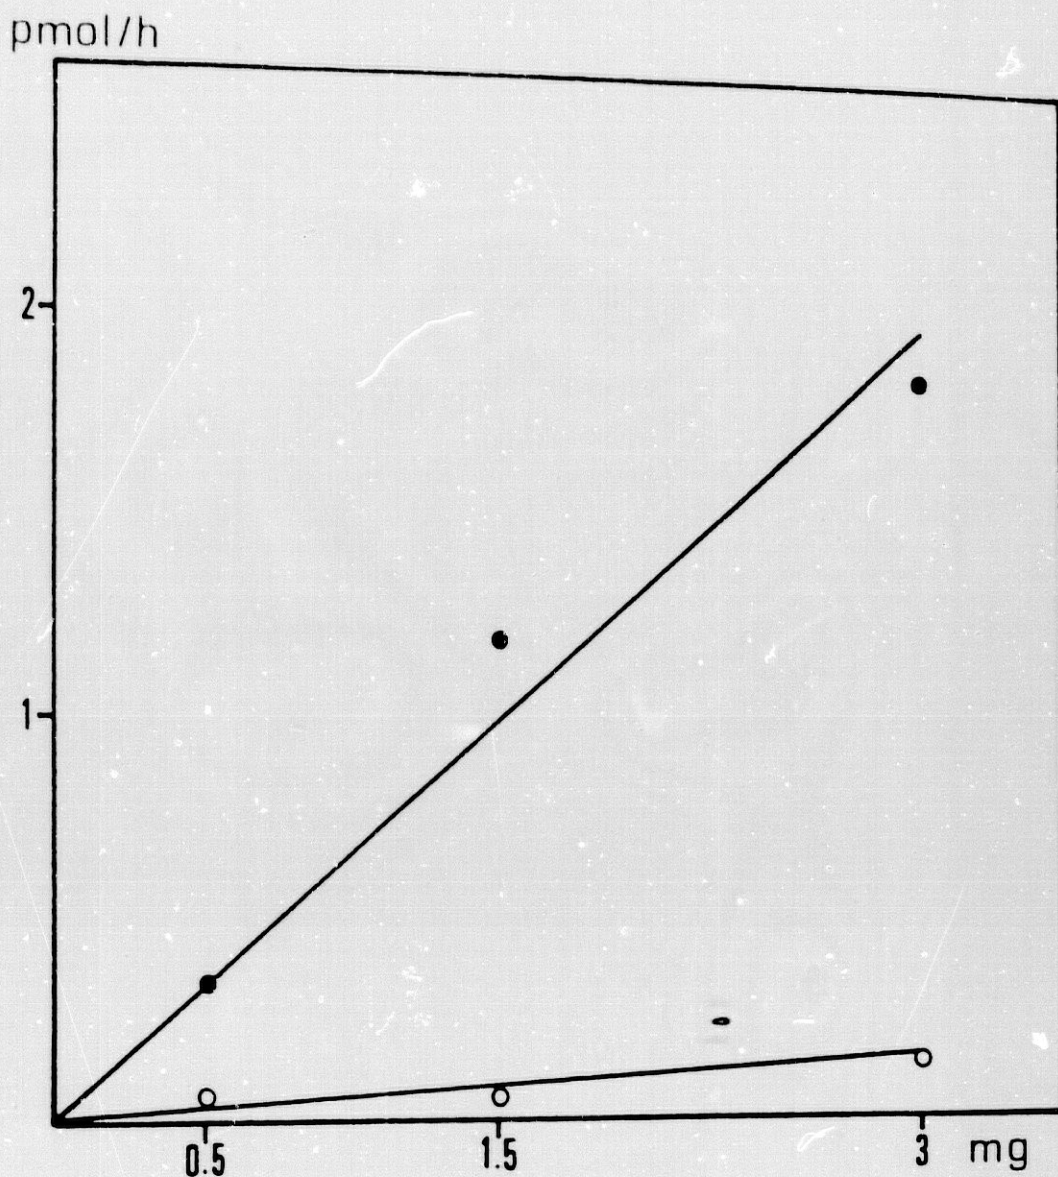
VARIACION DE LA FORMACION DE DHT Y ADIOLES RESPECTO DE LA CONCENTRACION DE PROTEINAS EN PROSTATA. DISTINTAS CONCENTRACIONES DE PROTEINAS INCUBADAS CON $^3\text{H-T}$ 2 nM A 37°C DURANTE 60 MINUTOS. LA ACTIVIDAD SE EXPRESA COMO PMOL DE DHT Y ADIOLES FORMADOS / HORA. (●) DHT Y (○) ADIOLES.
